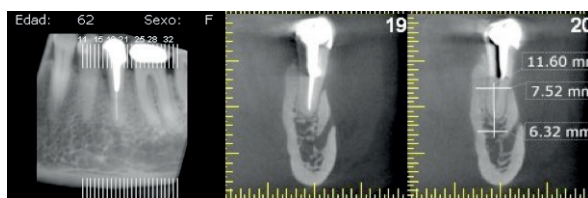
Tomografía de haz cónico preoperatoria en la que se observa ausencia de 6 mm de tabla vestibular.
